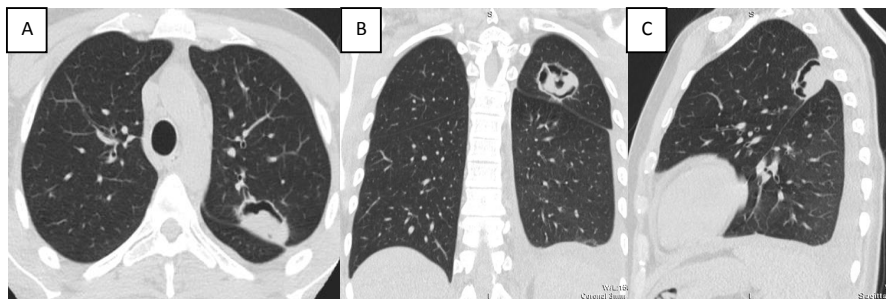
Больной Г, 25 лет. КТ ОГК. А – аксиальный, В – коронарный, С – сагиттальный срезы. Отмечается положительная динамика в невыраженном уменьшении размеров образования в S1-2 левого легкого, рассасывании участков инфильтрации в окружающей ткани легкого, нормализации толщины междолевой борозды в левом легком, уменьшении толщины слоя жидкости в плевральной полости слева до 19 мм. Данные изменения расценены как аспергиллома.
